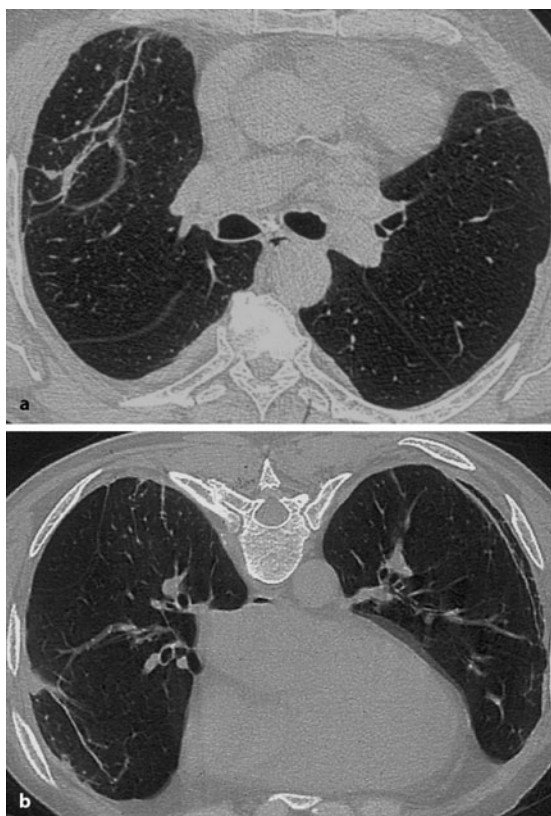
a, b. Parenchymbänder (s. auch Abb. 9.22). Ausdruck verdickter Septen, meist mit Kontakt zur Pleura als Folge der pleuropulmonalen Reaktion, langstreckige Fibrosen der bronchovaskulären Bündel, subsegmentale Atelektasen und Narbenstränge verursachen ebenfalls parenchymale Bänder, die im HR-CT als nichtseptale Fibrosen identifiziert werden können
